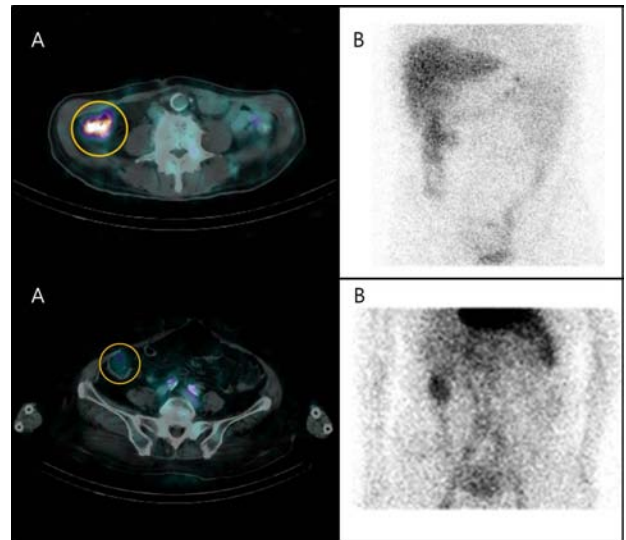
It shows images of patients with gastrointestinal bleeding. Image on left were acquired using SPECT-CT (A), and image on right were acquired using Planar (B).
